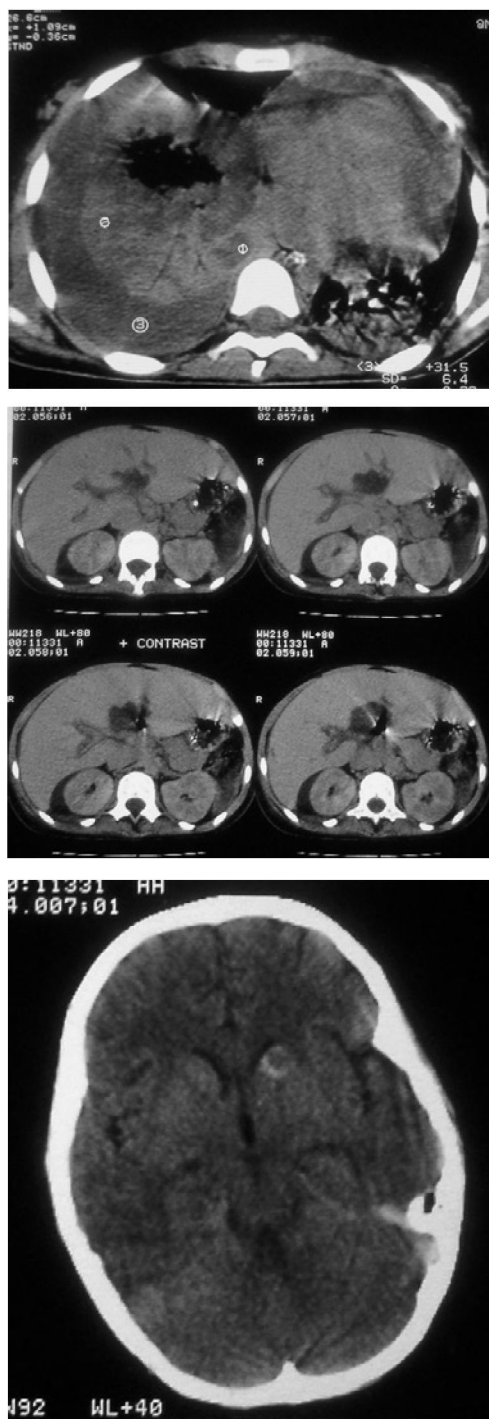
КТ легких, брюшной полости и головного мозга
